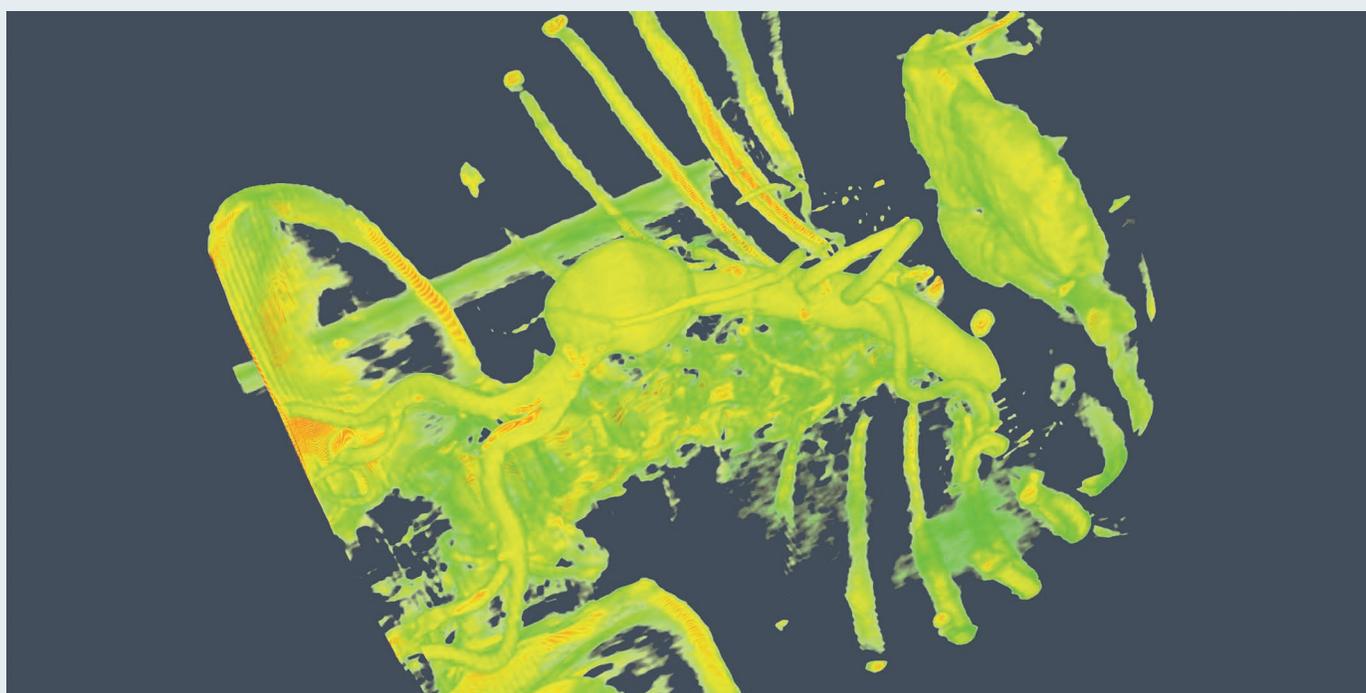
AAAのCTスキャン (容積の可視化)。見やすくするために色を使って表示
